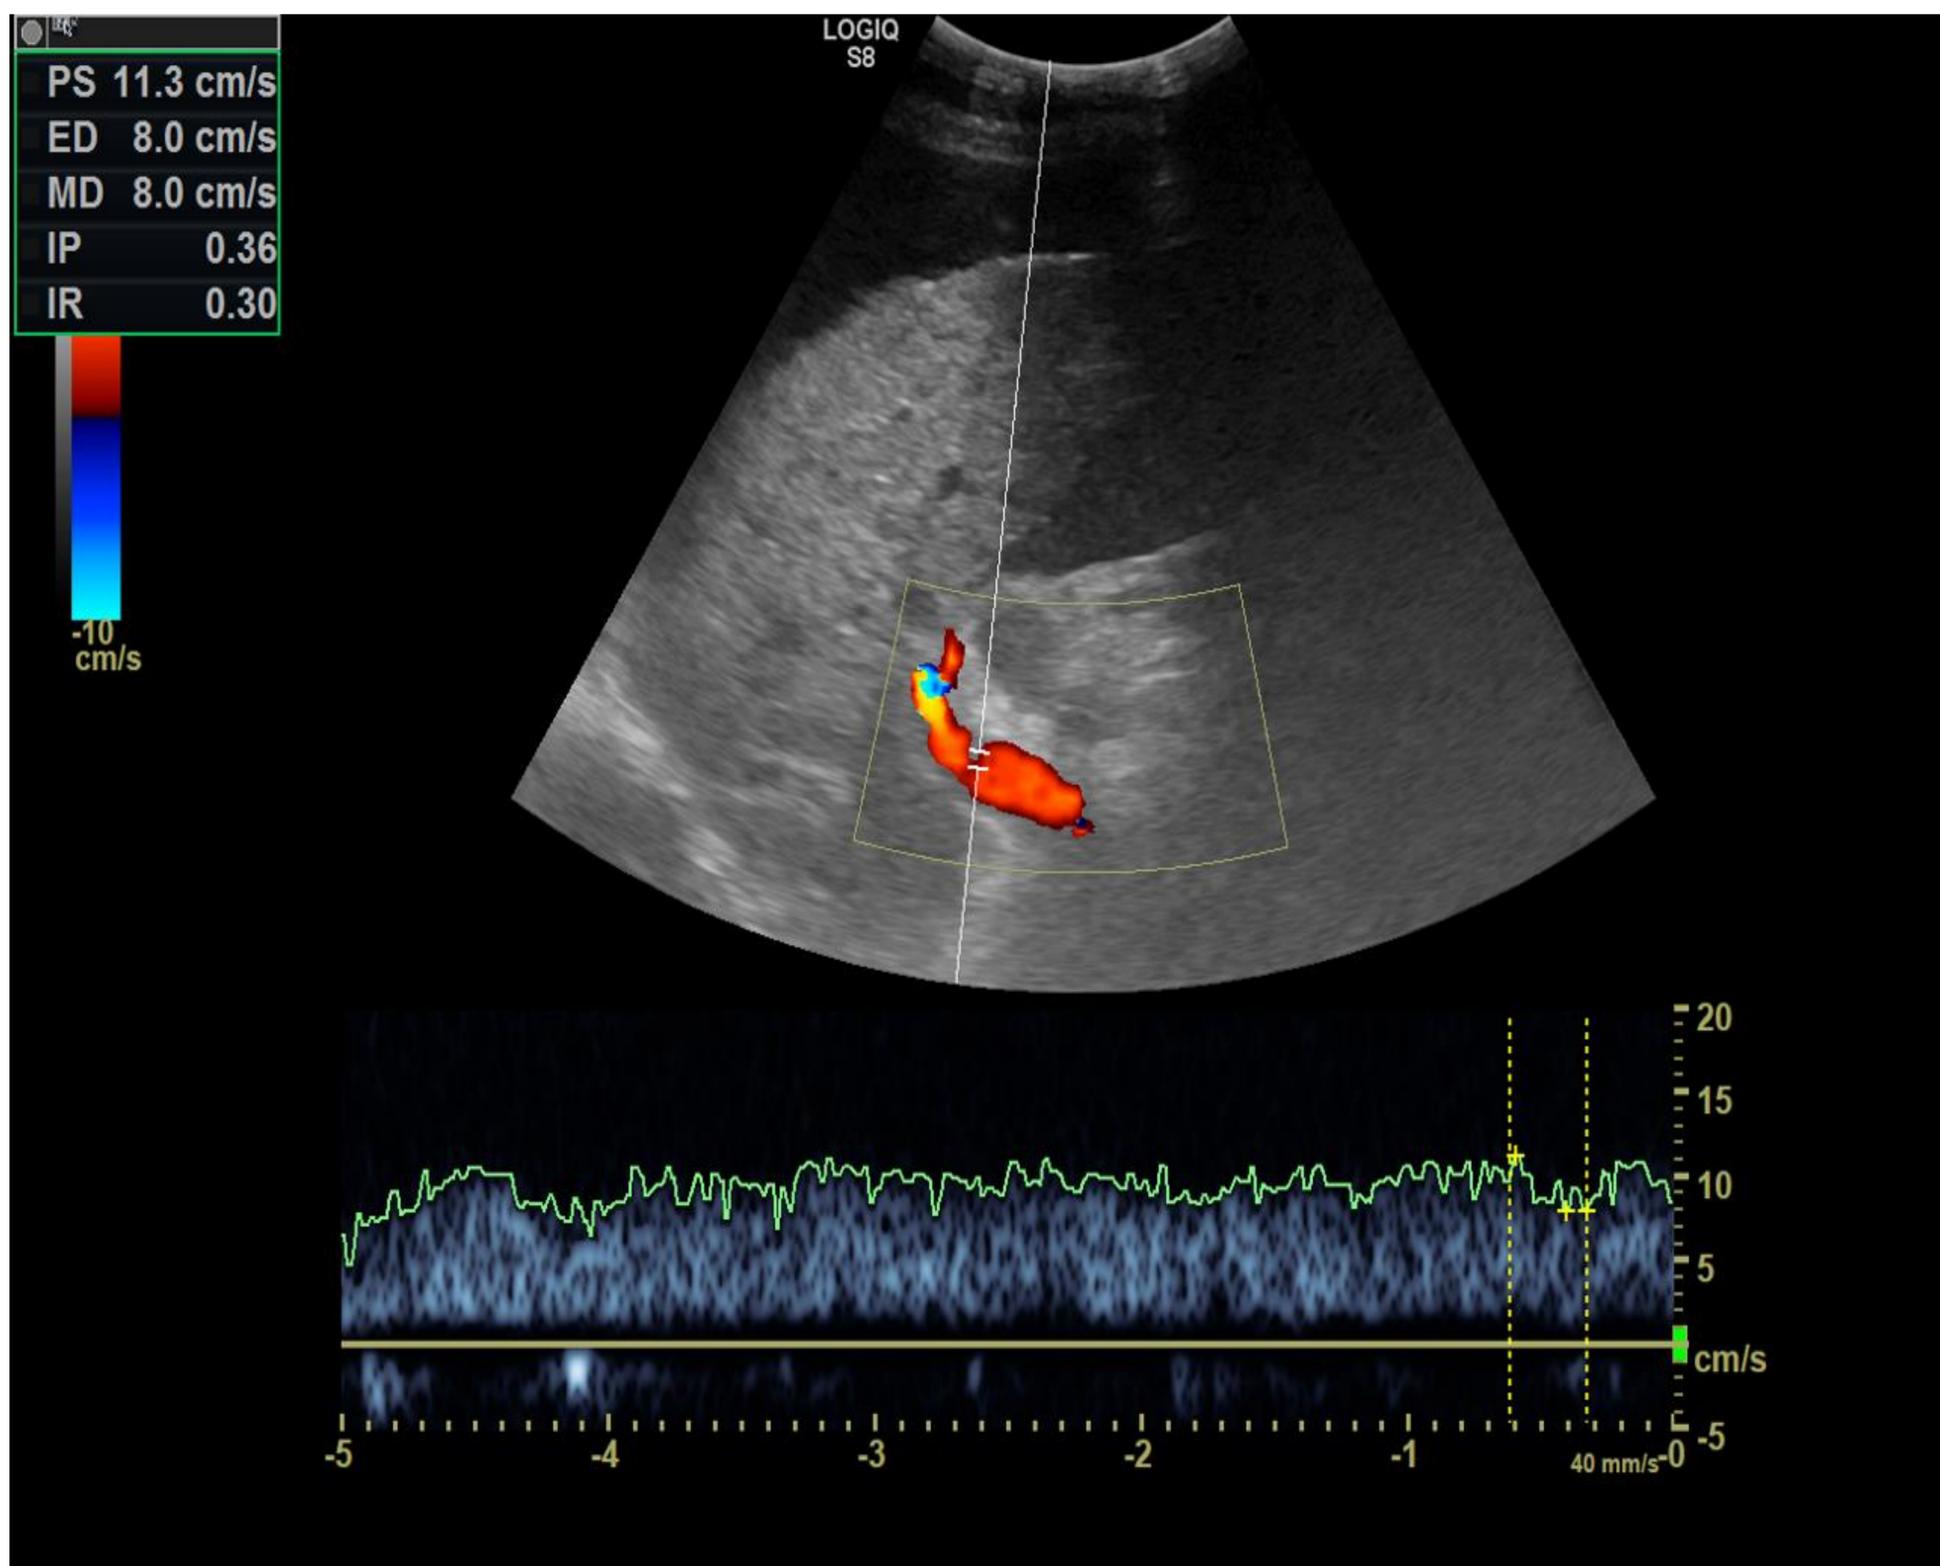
Ecografía Doppler color que muestra un flujo hepatópeto en la vena porta con velocidad picosistólica disminuida de 11 cm/s.
